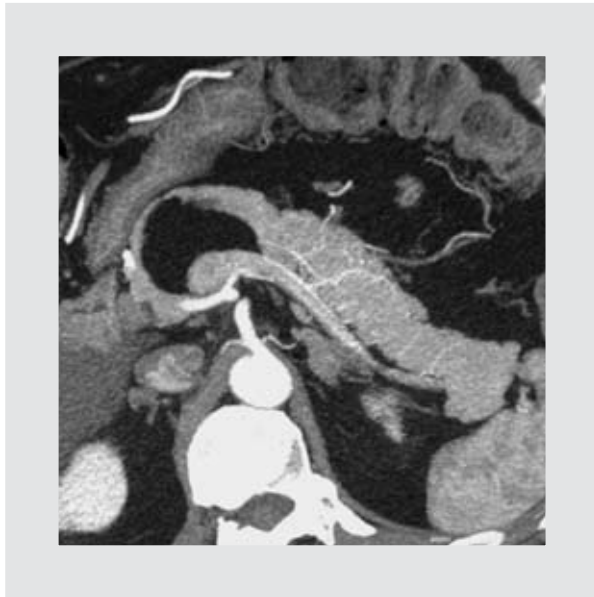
Tomografía computarizada multicorte de páncreas, en fase arterial, y máxima intensidad de proyección (MIP) en la región de la cabeza y cuello del páncreas. Se observa una lesión hipodensa, con coeficientes de atenuación en el rango de -100 a -130 UH.
